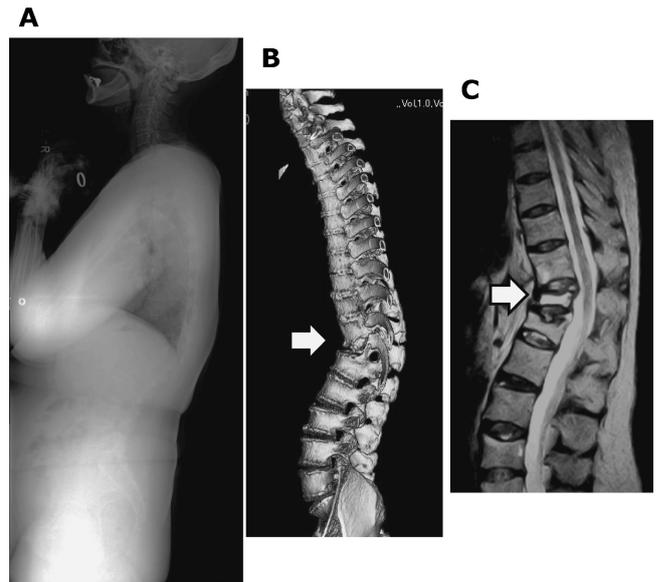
骨粗鬆症性第12胸椎偽関節。立位側面 X 線(A)および CT 再構築画像(B)にて、胸腰椎移行部に圧迫骨折と後弯を認める。MRI T2 強調矢状断像(C)では、同部が圧潰し、偽関節となっている。
